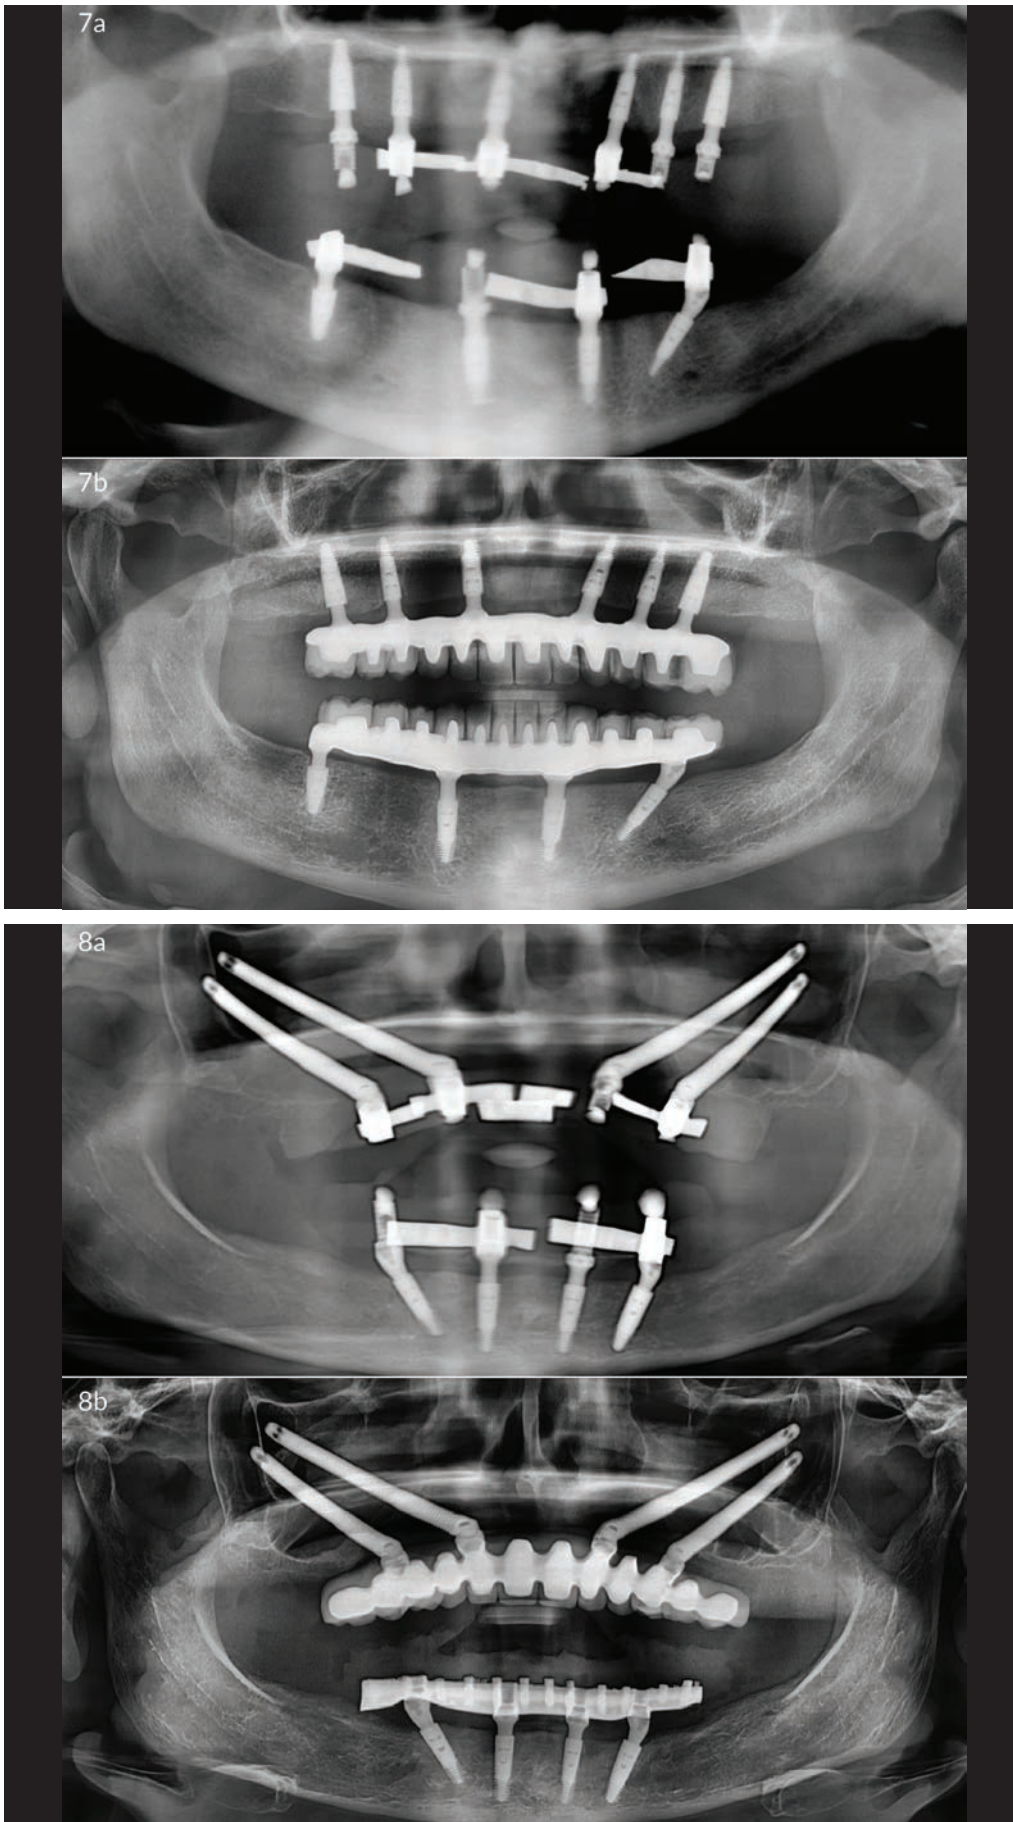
3b\_Paziente 1. a) Radiografia postoperatoria con le protesi provvisorie a carico immediato (2017). b) Radiografia postoperatoria con le protesi definitive (2020).
